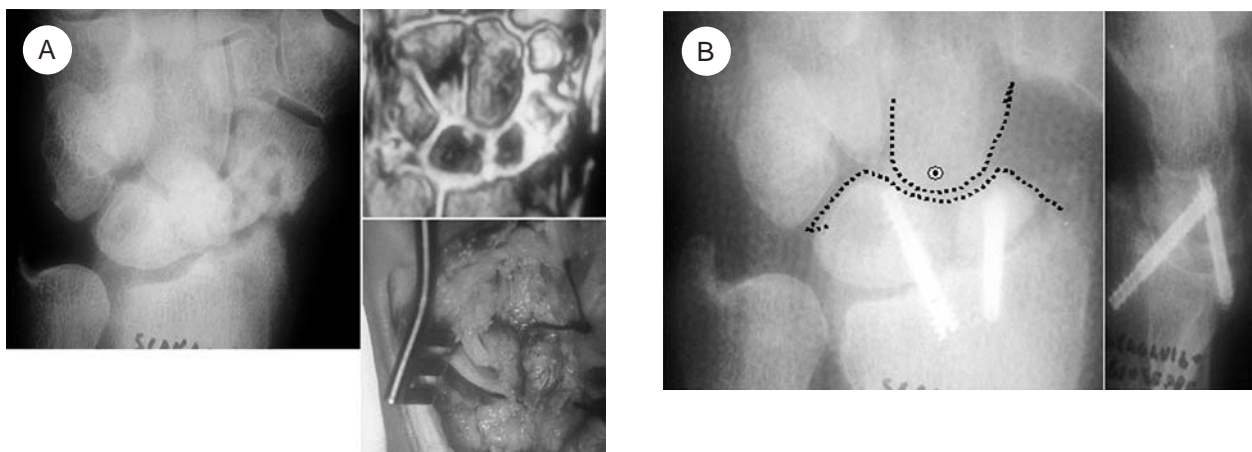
Caso n° 5. A) Fallimento intervento di Matti Russe con persistente pseudoartrosi di scafoide a sx. A 10 mesi, la mancata fusione ossea è confermata dall'esame radiografico e dalla RMN. Sul campo operatorio (riquadro in basso e a dx) risulta che l'innesto osseo è attecchito soltanto sul polo distale, essendo quello prossimale necrotico. B) Per la ricostruzione della Coxa Manus è stato utilizzato il frammento distale dello scafoide. Il controllo radiografico a distanza di 2 anni documenta l'ottimo risultato radiografico.
